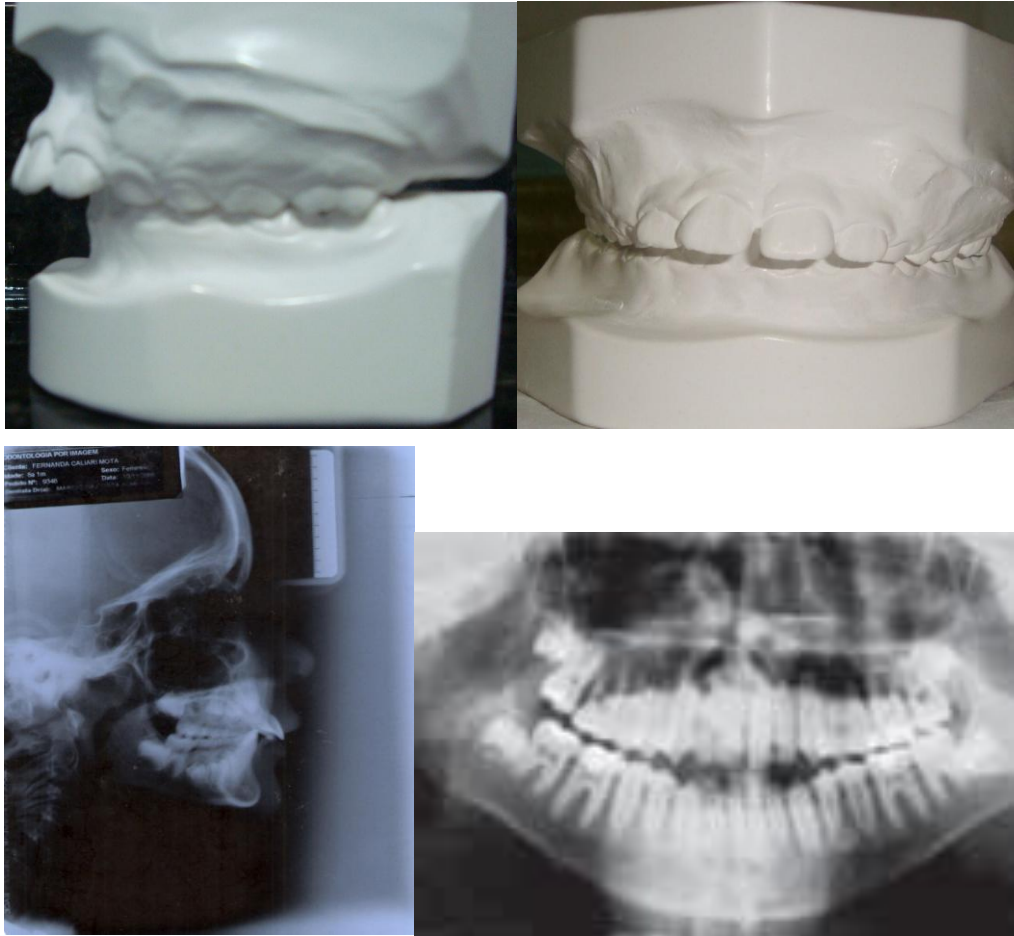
Telerradiografia e Panorâmica
